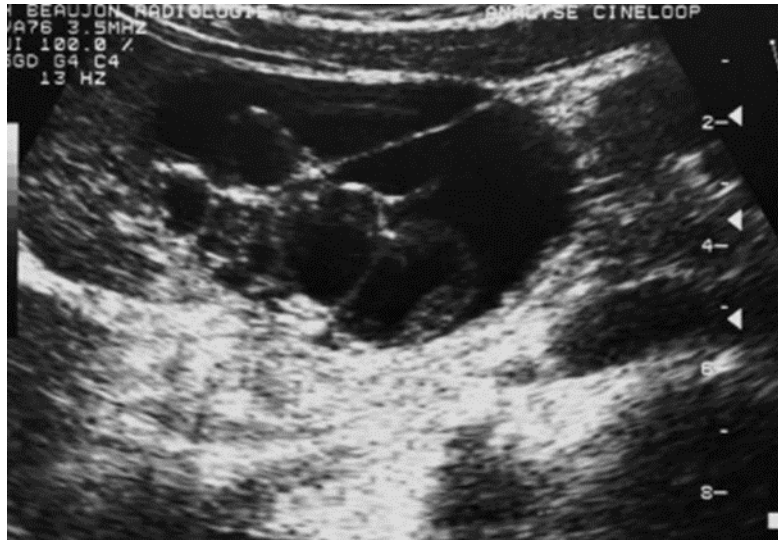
Image d'échographie abdominale montrant une lésion kystique cloisonnée : Cystadénome hépato-biliaire [1].
